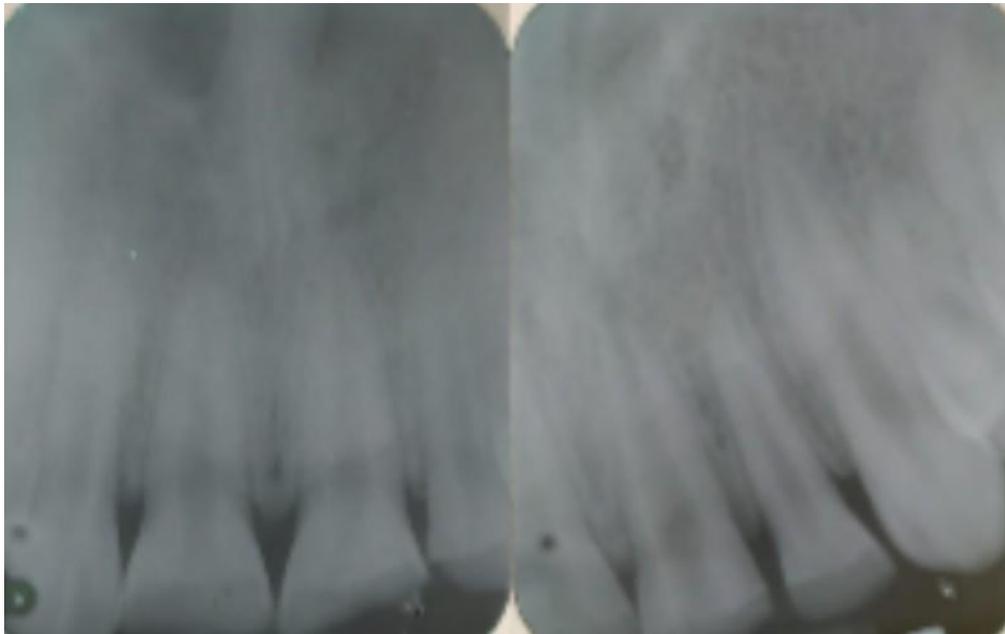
Radiografías periapicales se observa la fractura coronaria de OD 11, 21 Y 22. En los dientes centrales se observa ápice radicular inmaduro.
